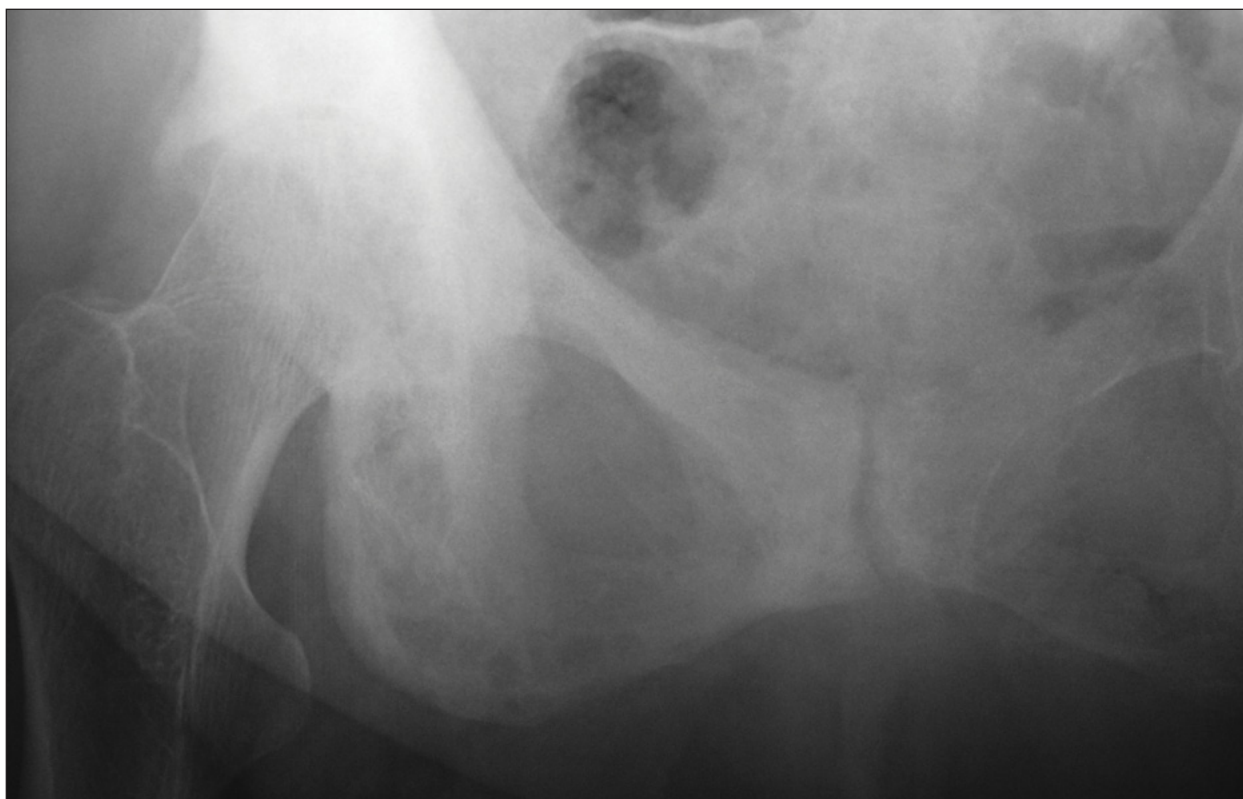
Radiografía de cadera con imagen característica de enfermedad de Paget en hemipelvis derecha
